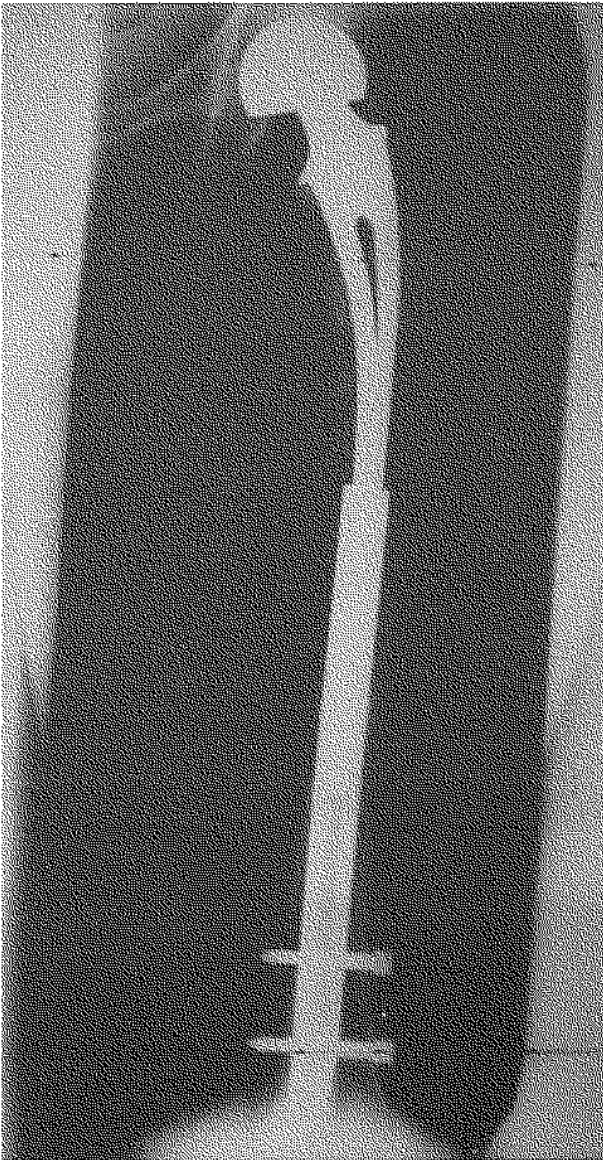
Le matériel en place et aspect radiographique.
